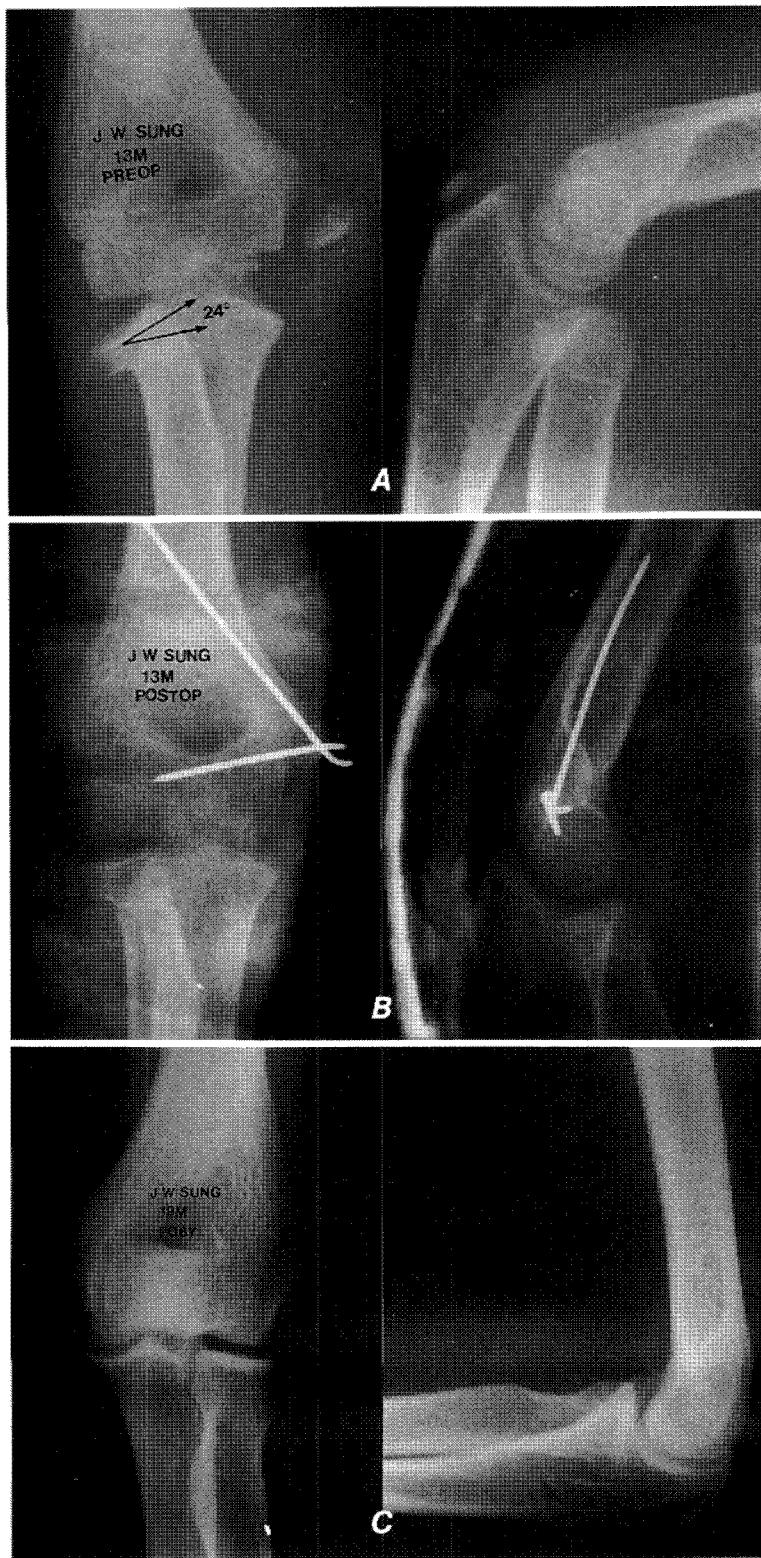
A: A 13-year-old boy with a translocated radial neck fracture and 24° angulation. The AP radiography shows radial neck fracture and an avulsion fracture of the medial epicondyle of the humerus.
